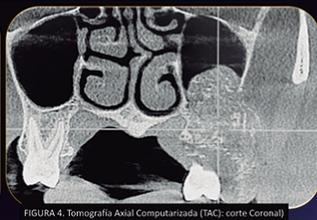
Tomografía Axial Computarizada (TAC): corte Coronal
